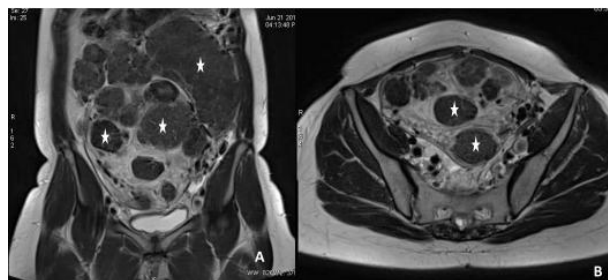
IRM pelvienne en pondération T coronale (A) et axiale (B), montrant un utérus polymyomateux avec des myomes (étoiles) en isosignal par rapport aux muscles.
